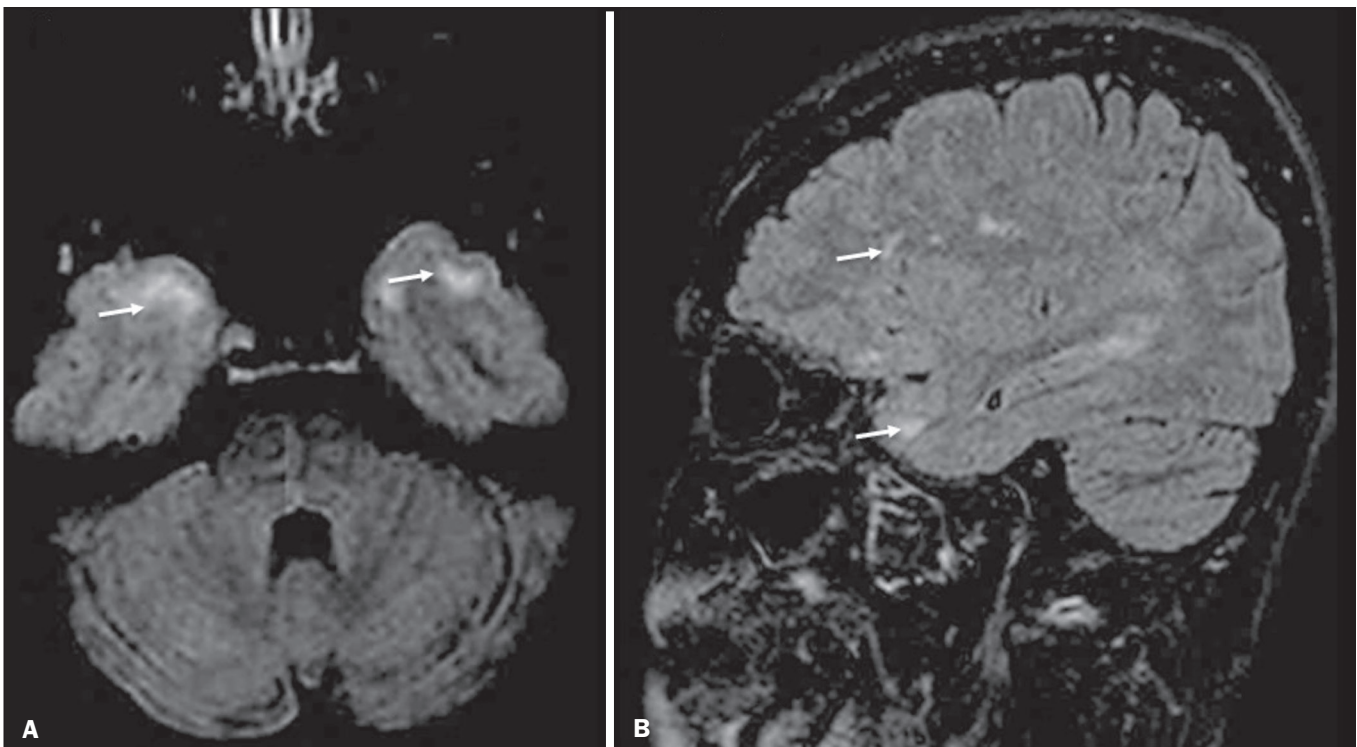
CADASIL. Sequências axial (A) e sagital (B) FLAIR mostrando áreas de hipersinal na porção anterior dos lobos temporais e subcorticais.
